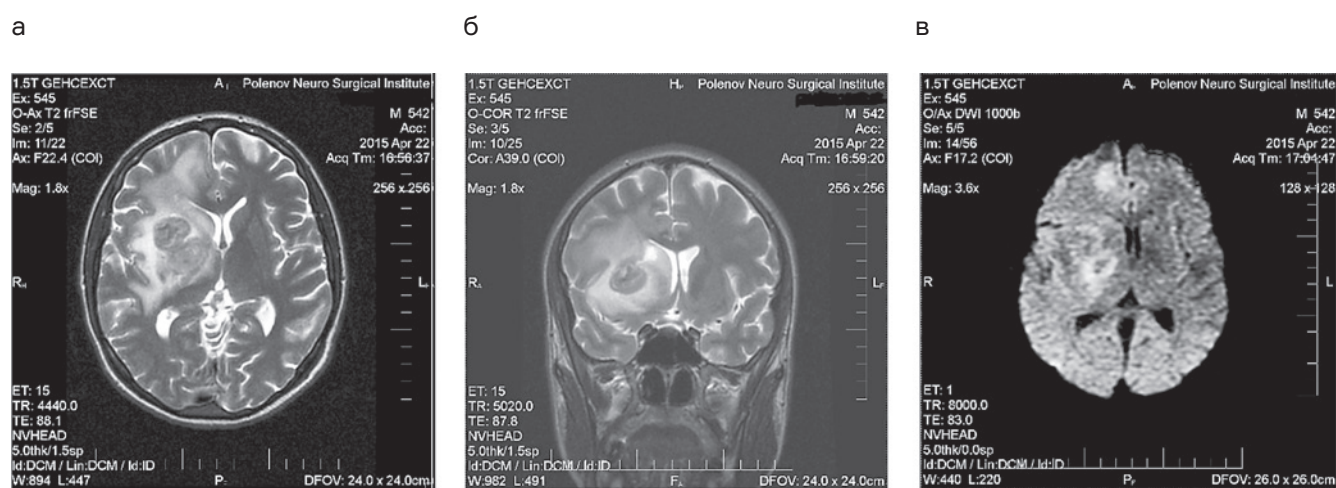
МРТ головного мозга (наблюдение № 2)
